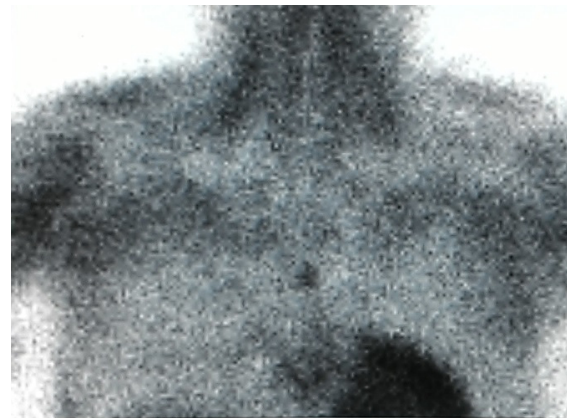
Increased focal uptake in mediastinum (suspected parathyroid adenoma) is showing on parathyroid scintigraphy.
